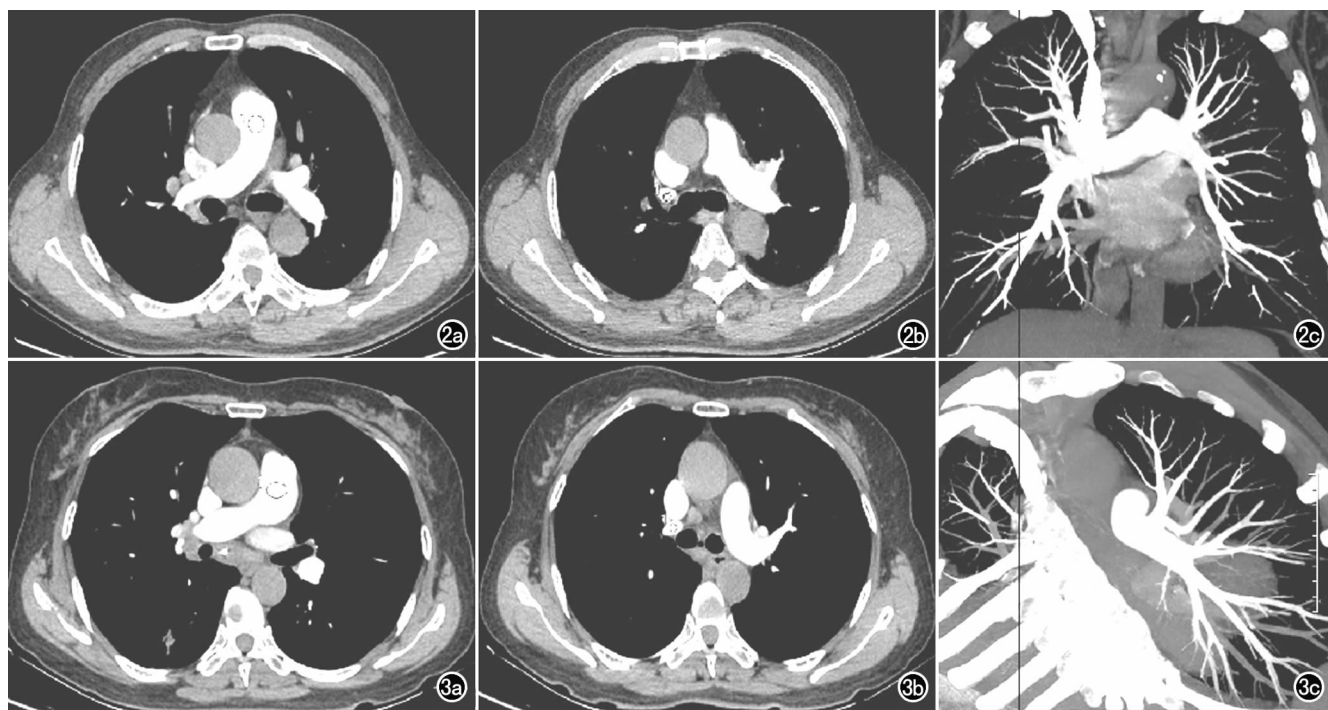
常规 120 kVp 组图像。a) 肺动脉主干 CT 值为 349 HU; b) 右上肺动脉 CT 值为 336 HU; c) MIP 重建图像示肺动脉及其分支显示清晰。图 3 最佳单能量组图像。a) 肺动脉主干 CT 值为 340 HU; b) 右上肺动脉 CT 值为 326 HU; c) MIP 重建图像示肺动脉及其分支显示清晰。
